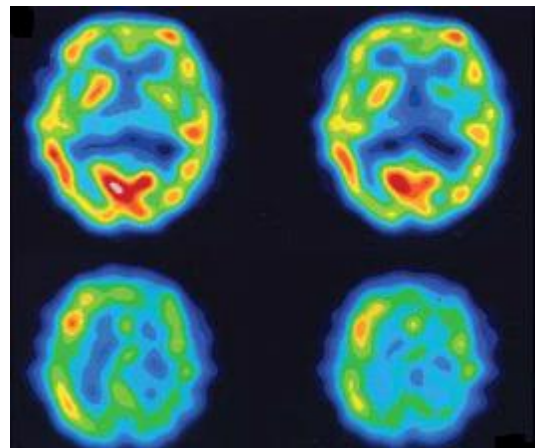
Immagine ECD-SPECT mostra ipoperfusione delle regioni fronto-parietali sinistre e nel putamen sinistro (Koyama et al., 2007).
